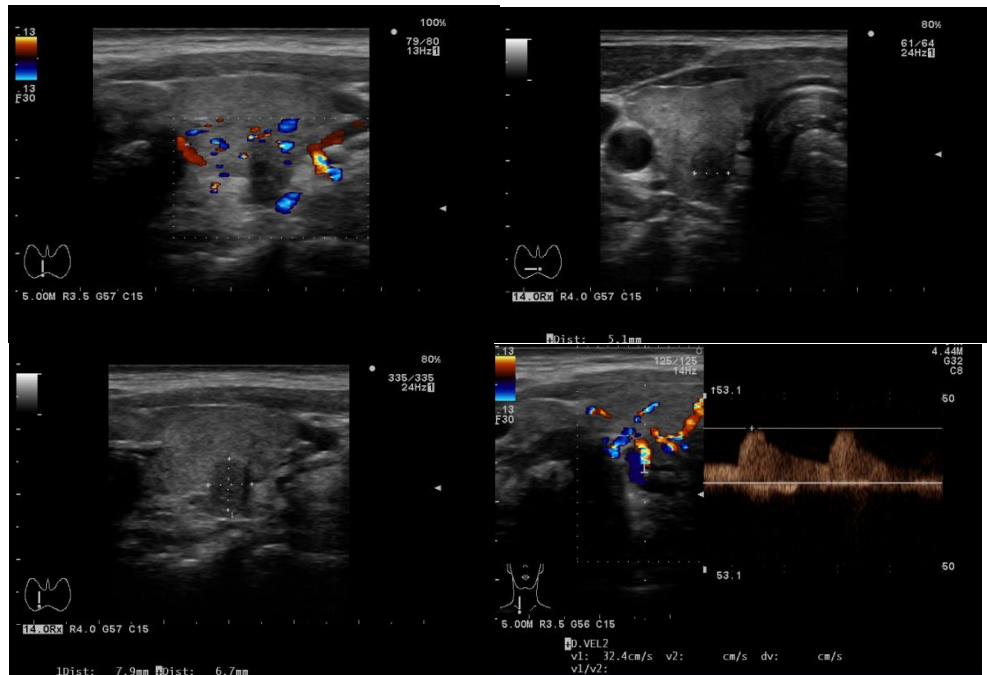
Ecocolor-doppler tiroide. In alto a sinistra scansione longitudinale di lobo destro con colordoppler; in alto a destra scansione trasversale di lobo destro con diametro del nodulo; in basso a sinistra scansione longitudinale di lobo destro con diametri antero-posteriore e longitudinale del nodulo; in basso a destra: flussimetria dell'arteria tiroidea inferiore di destra.
